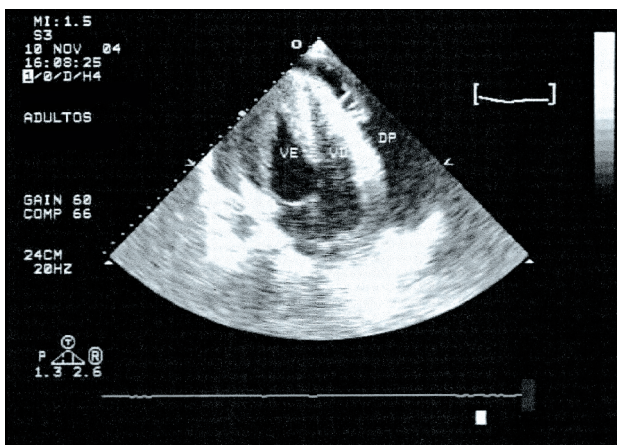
Ecocardiograma bidimensional, no qual se podem observar derrame pericárdico anterior ao ventrículo direito e restrição diastólica (visto durante o exame) (VE = ventrículo esquerdo; VD = ventrículo direito; DP = derrame pleural).
